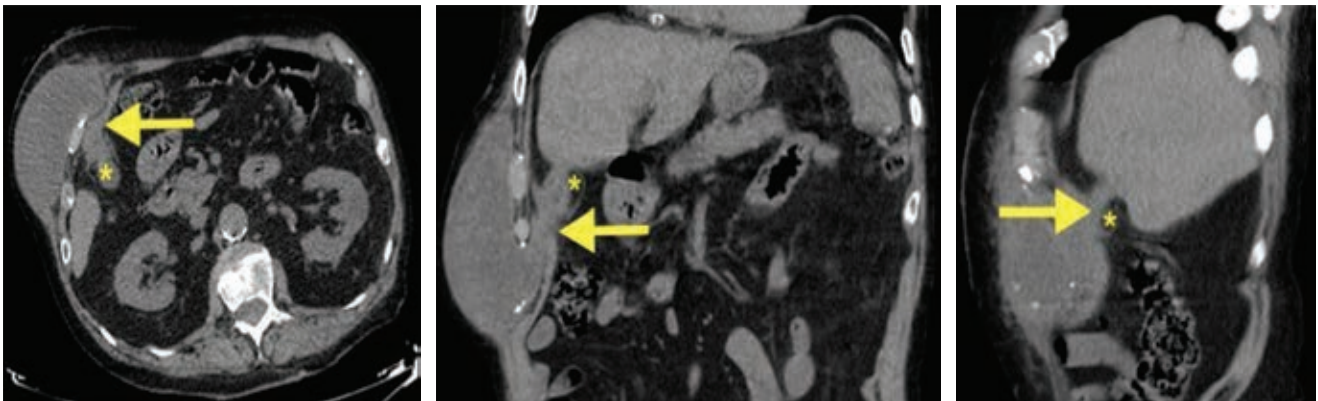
Tomografía computarizada que muestra colecistitis crónica litiásica complicada (asterisco) en continuación con un absceso en la pared abdominal y fistulización a la superficie cutánea (flecha).
